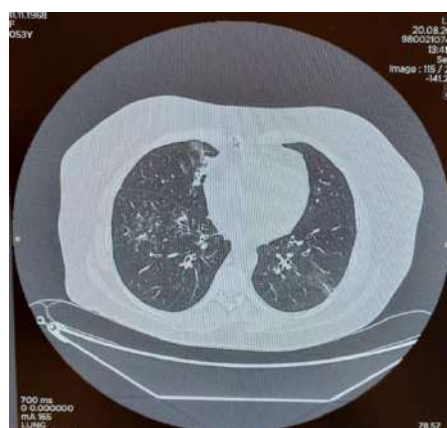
Radiografia toracică: fibroză bazală și pneumonie în segmentul S5 din dreapta
